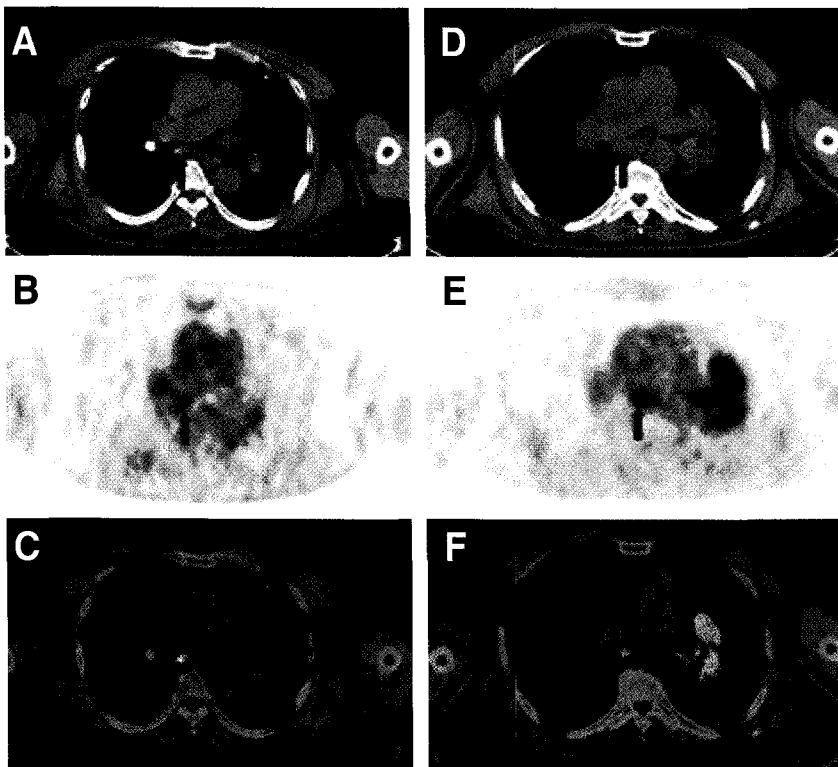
Pathologically proven, benign (left column) and malignant (right column) lymph nodes in unenhanced CT scan for attenuation correction, attenuation-corrected PET scan, and coregistered PET/CT scan of patients with non-small cell lung cancer. Left: An abnormally increased FDG uptake (maxSUV 4.9) with indistinct margin in subcarinal lymph node is shown on PET image (B, arrow). This lesion includes calcification on CT image (A) and its short axis diameter is 10 mm. It was confirmed to be a benign lesion by pathologic analysis. Right: A focally increased FDG uptake (maxSUV 6.3) with discrete margin in subcarinal lymph node is seen on PET image (E, arrow). There is no calcification and its short axis diameter is 15 mm (D). It was malignant.
